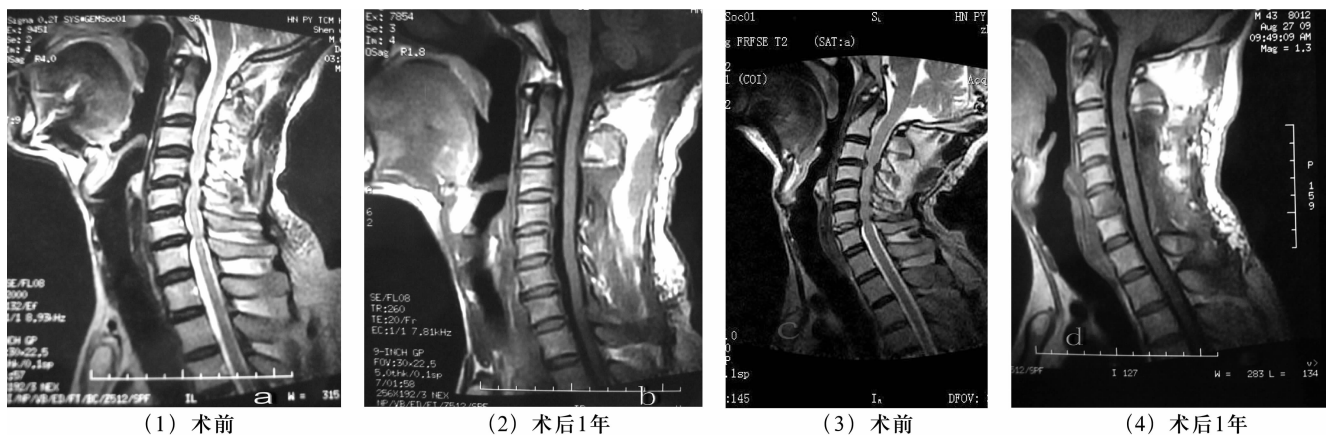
脊髓型颈椎病合并发育性颈椎管狭窄手术前后 MRI 图片
